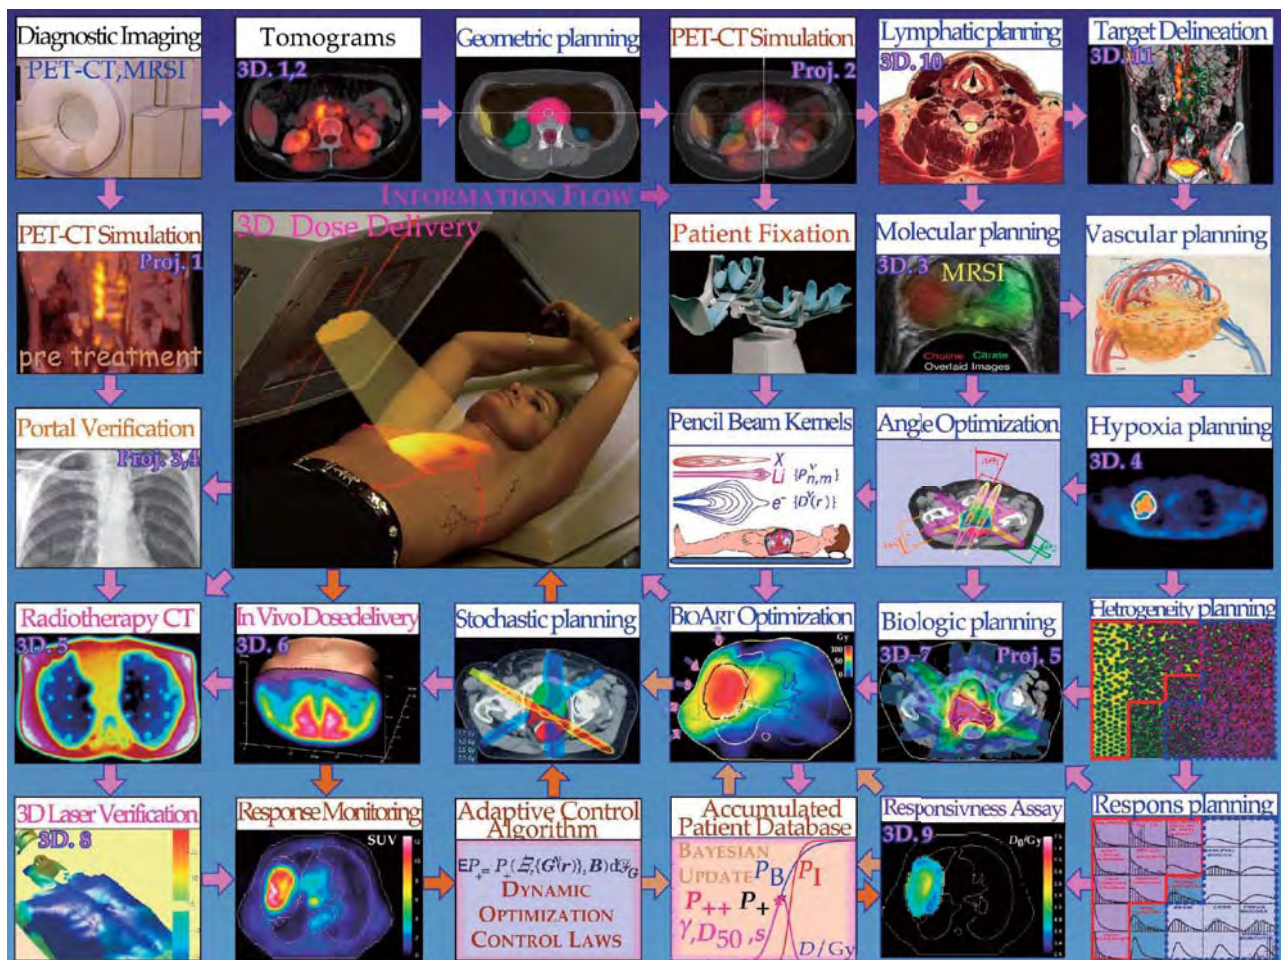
(right) Overview of the multifaceted array of tumor diagnostics, therapy planning and treatment verification approaches available for biologically optimized radiation therapy today. Besides the standard tomo-graphic and projective techniques such as X-ray CT, MRI, MRSI, PET and conventional and therapeutic X-rays multiple molecular approaches are available for imaging hypoxic tumors and vasculature. In addition diagnostic and therapeutic x-rays may be used for treatment set up verification and so may PET-CT be used for in vivo dose delivery verification and tumor responsiveness monitoring. For advanced tumors as many as possible of these advanced diagnostic techniques should be used to ensure an optimal treatment considering the multifaceted clinical background. Equally important is to have an accurate protocol for treatment follow up to ensure that the clinical response information gained during each treatment is accurately fed back to historical dose response data (lower row).
